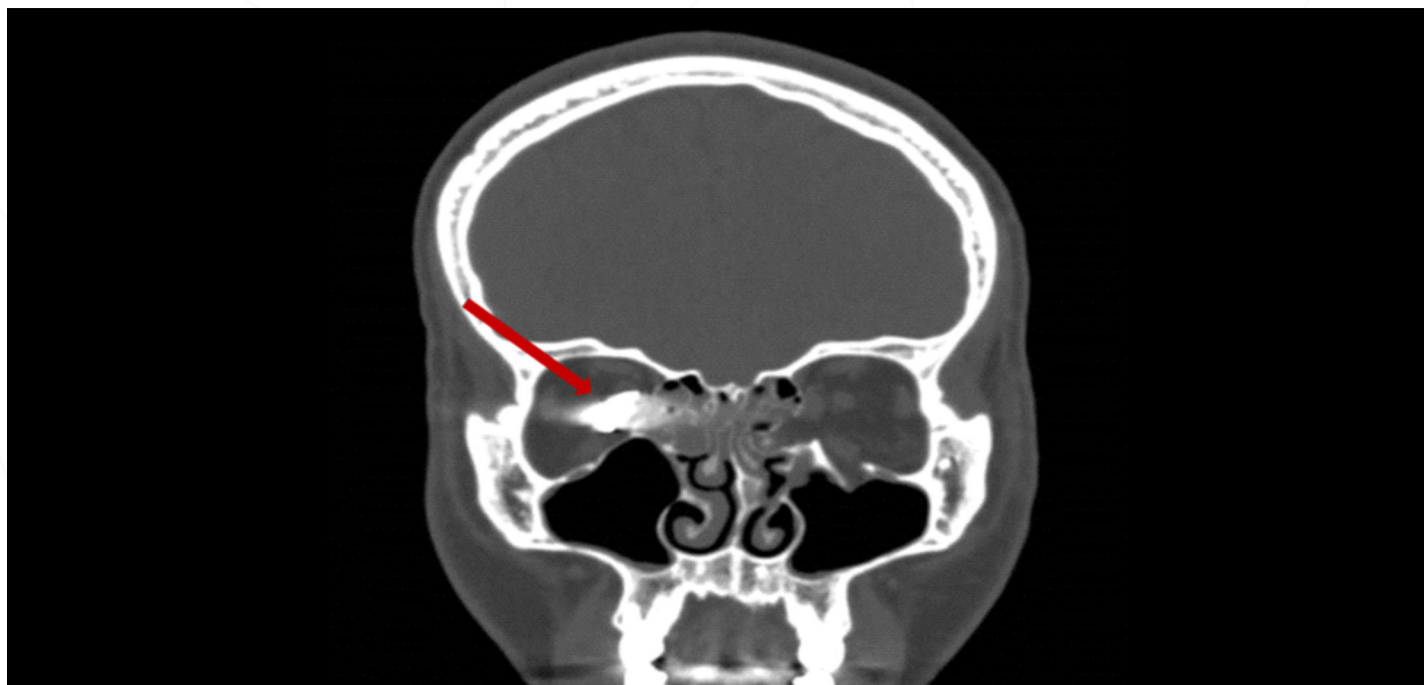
КТ ОНП в коронарной плоскости, режим «костного окна». Красной стрелкой отмечено инородное тело (металлический осколок).
